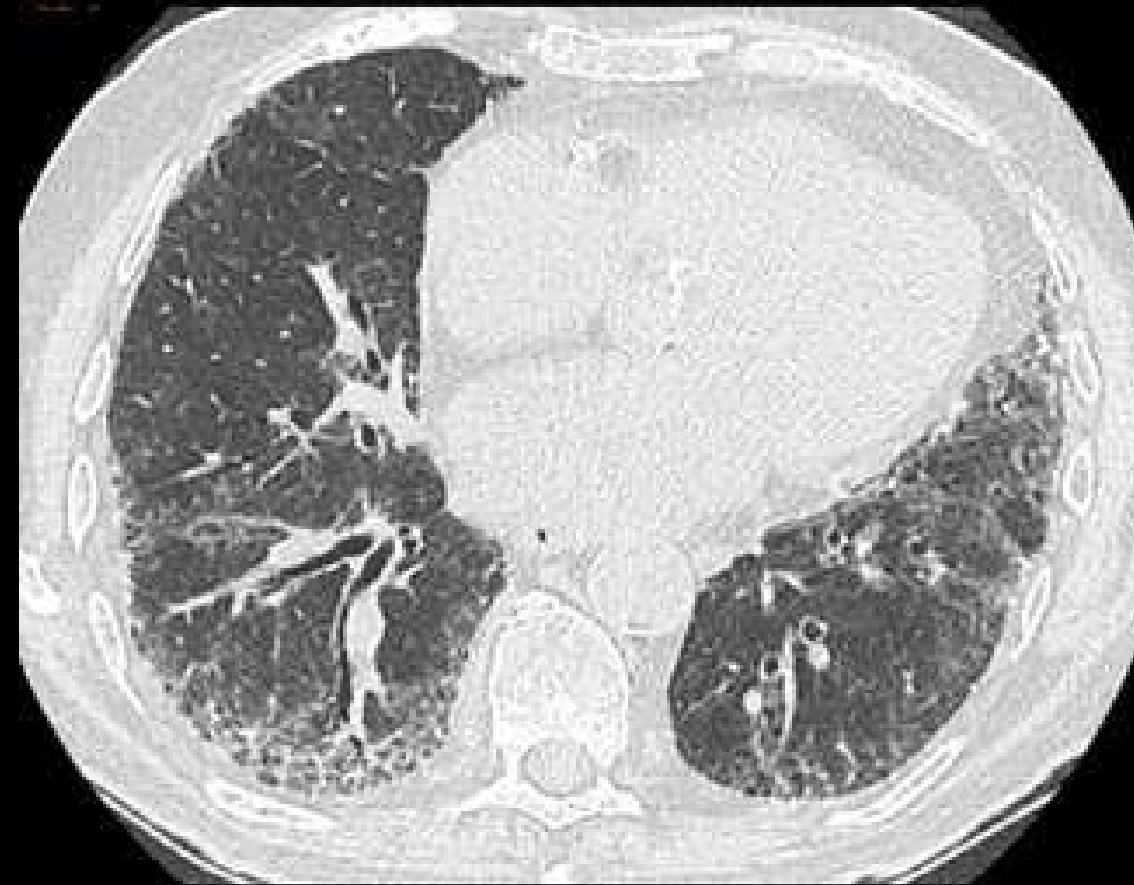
Hallazgos en TC de neumonía intersticial usual probable (NIU). Mismo paciente, diferentes cortes axiales y un corte sagital.
